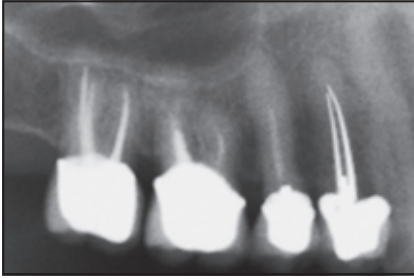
Präoperative Röntgenaufnahme.
